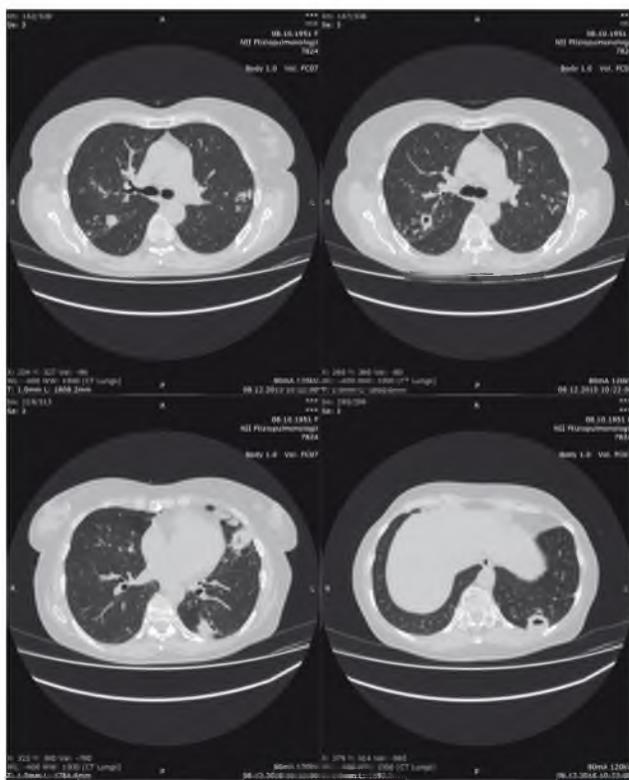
МСКТ органов грудной полости
